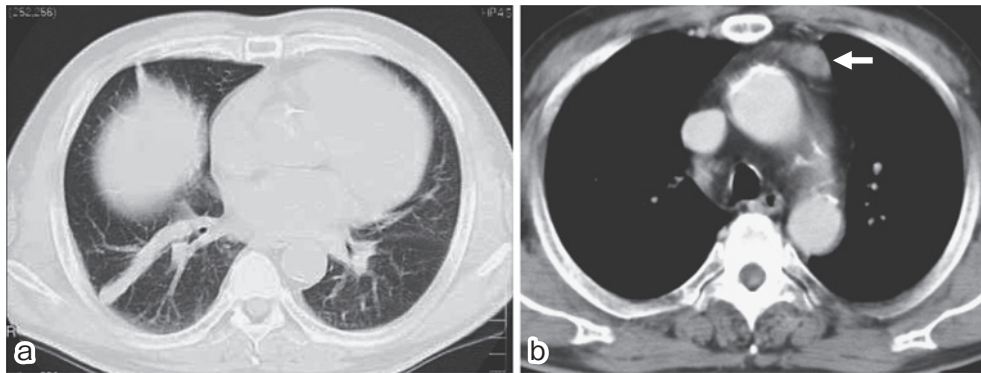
(a) A chest CT scan shows atelectasis in the right lower lung field. (b) A chest CE-CT scan shows a well circumscribed tumor in the anterior mediastinum.
